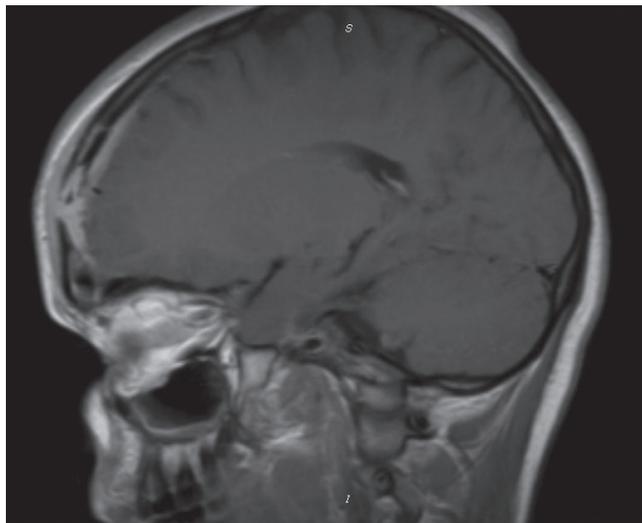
Ressonância nuclear magnética de crânio, sequência T1 com contraste, corte axial, revelando sinal hiperintenso em região frontal direita, com extensão intracraniana, compatível com abscesso subperiosteal.
